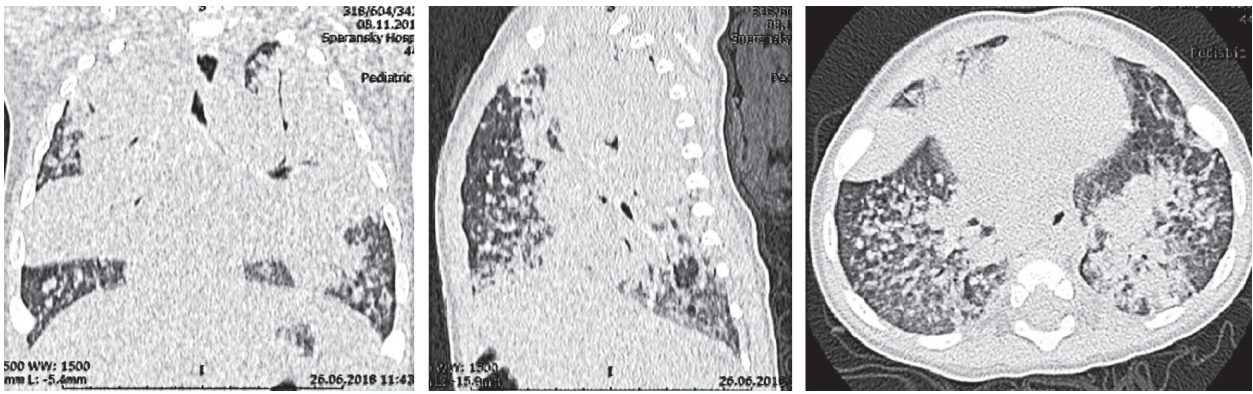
КТ ОГК на момент поступления.
